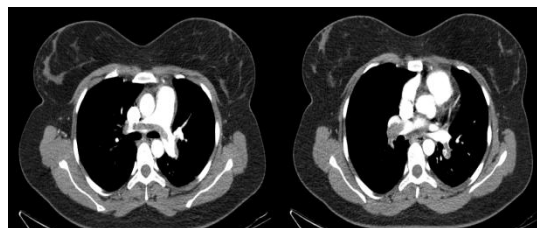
Imagens de angio-TC de tórax da paciente, em corte axial, evidenciando falha de enchimento em artérias pulmonares bilateralmente e aumento de VD.
